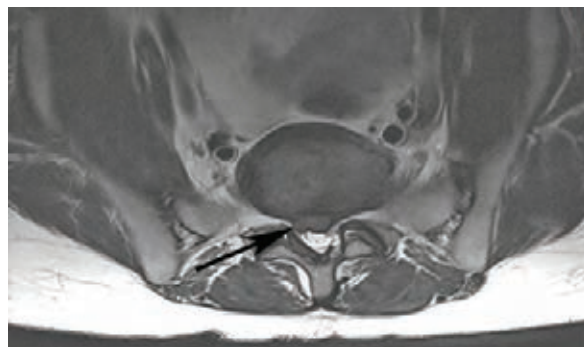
МРТ на уровне L_v–S₁, отображающая выпадение грыжи ранее оперированного МПД на противоположную сторону (стрелка)
